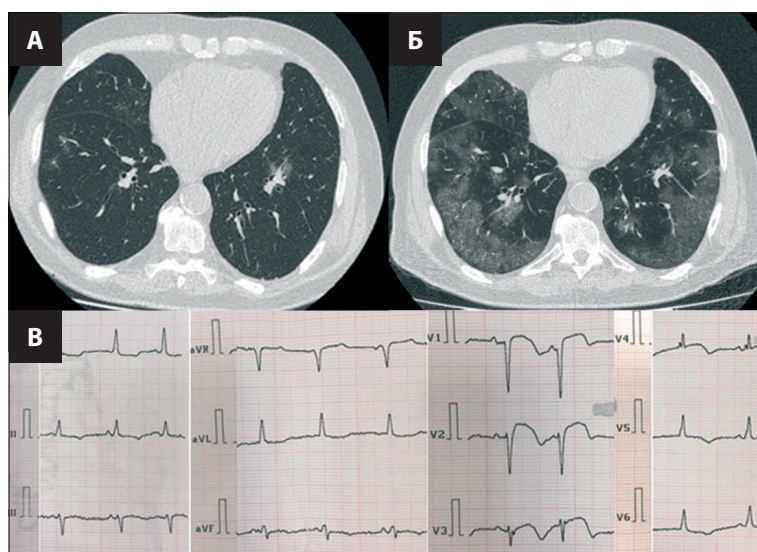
А – МСКТ ОГК при поступлении; Б – МСКТ через неделю; В – ЭКГ через 2 недели после поступления
